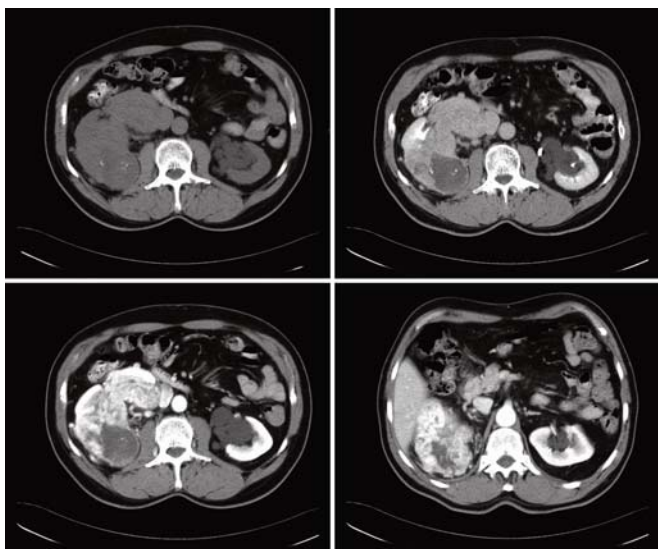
TAC-AP com contraste: tumor hipervascularizado no pólo superior do rim.
